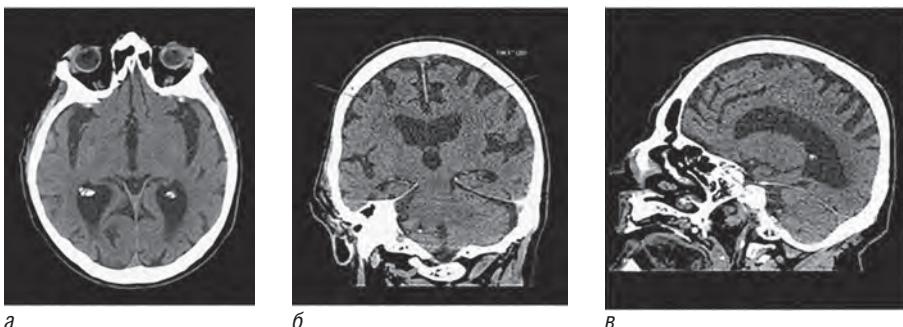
Магнитно-резонансная томограмма, режим Т1. Заместительная гидроцефалия при атрофии головного мозга. Видно расширение желудочков головного мозга и субарахноидальных пространств: *а* — аксиальная проекция; *б* — фронтальная проекция; *в* — сагиттальная проекция
